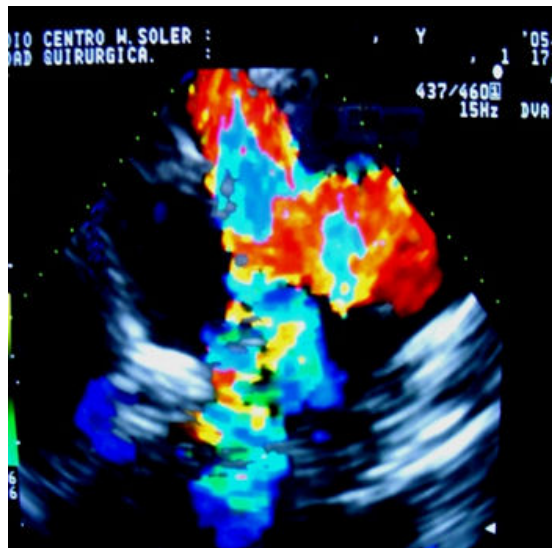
a. Eco posoperatorio. Vista eje corto de grandes vasos medio esofágico. Doppler color: plano valvular pulmonar permeable.
